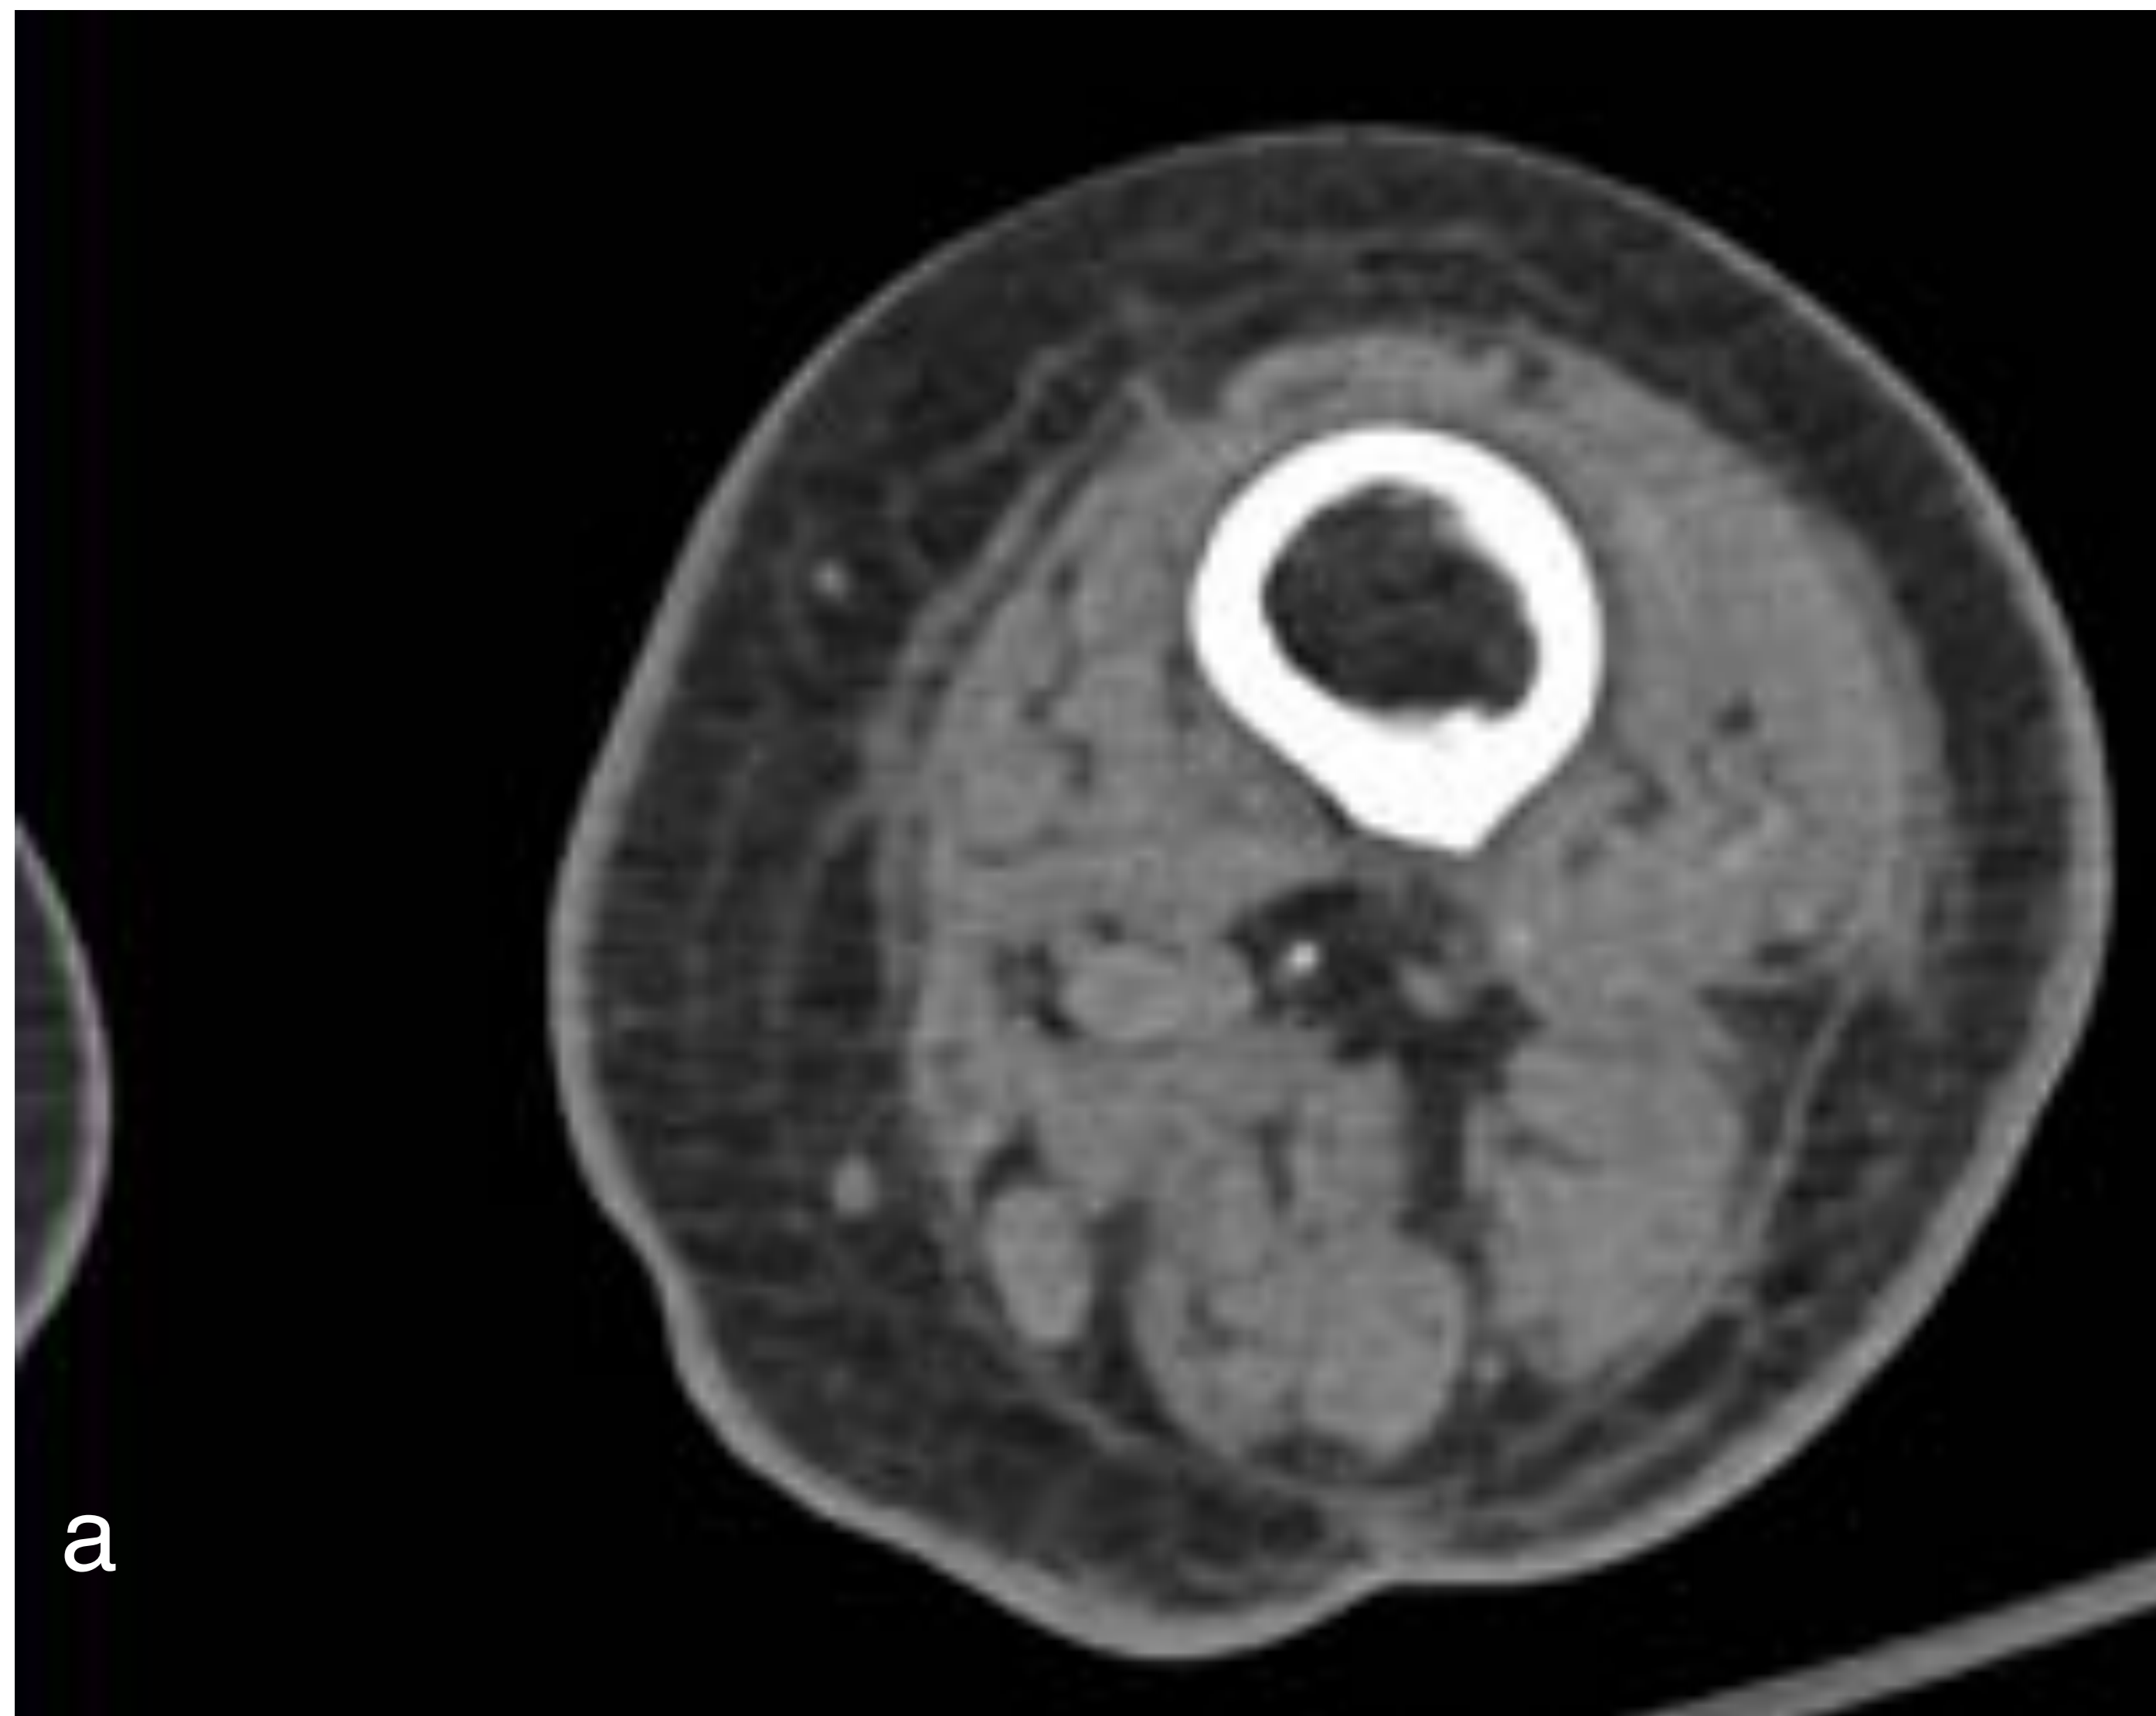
paciente de 61 años, diagnosticada de mielofibrosis con trasplante alogénico de médula ósea. Enfermedad injerto contra huésped (EICH) con engrosamiento cutáneo y también de las fascias superficialis y periférica profunda (TC extremidad inferior izquierda) en relación con síndrome esclerodermiforme asociado a EICH.
